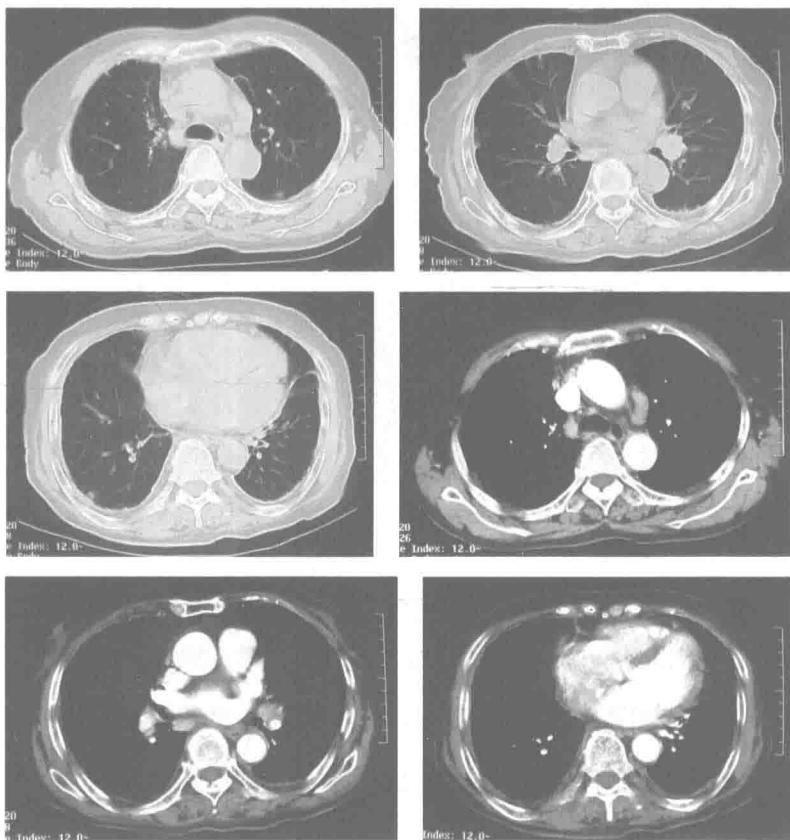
胸部增强 CT：双肺胸膜下散在结节，纵隔及双肺门多发淋巴结肿大
